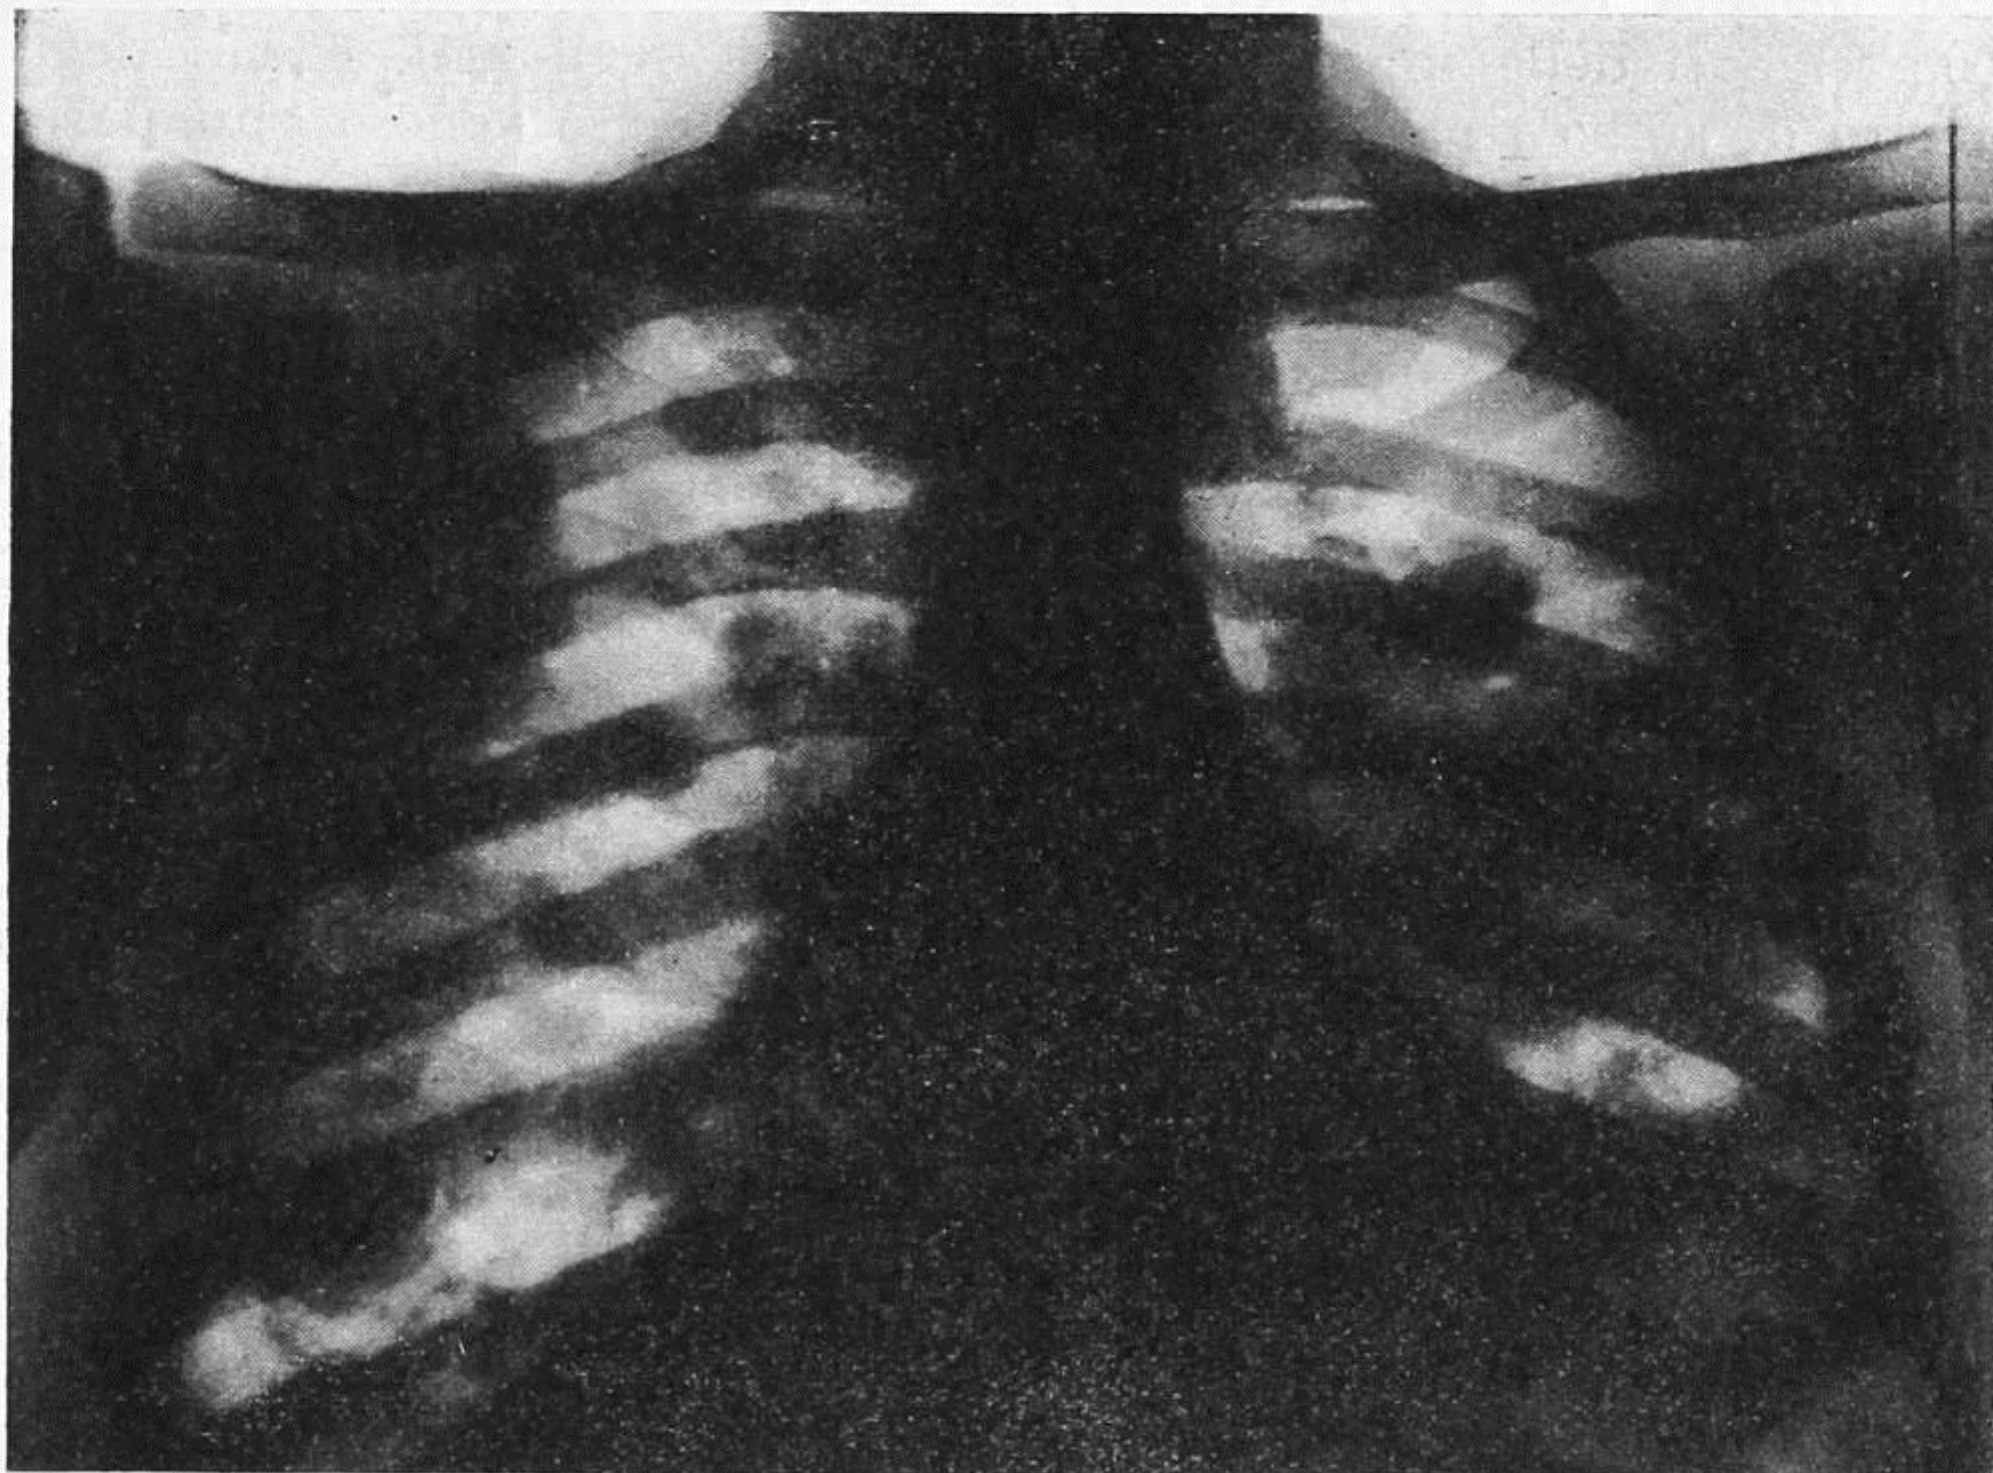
Radiografia 19-6-1933. Numerose ombre disseminate, rotondeggianti, di opacità modica non uniforme, di grandezza varia, parzialmente confluenti a sinistra nei due terzi inferiori del campo.
